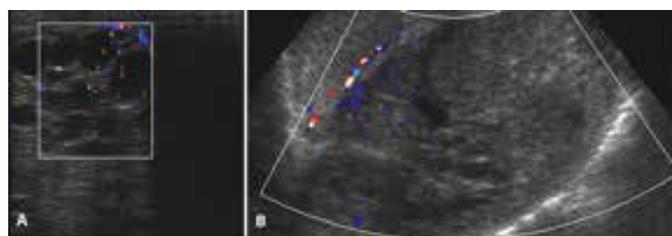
Aquisições do testículo esquerdo, ao método Doppler. A. Análise com Doppler colorido na avaliação com transdutor linear. B. Análise com transdutor convexo para melhor visualização panorâmica
